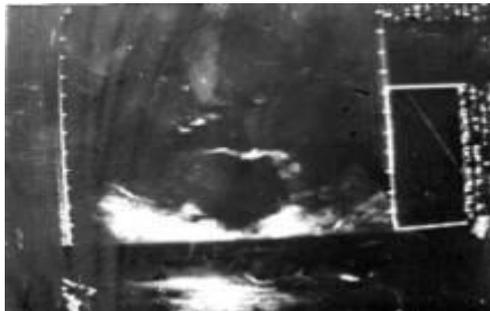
Ecocardiografía de A.I donde se observa tumor de aurícula izquierda dependiente del tabique I A, que ocluye orificio de salida de la válvula mitral en diástole acompañado de AI dilatada
